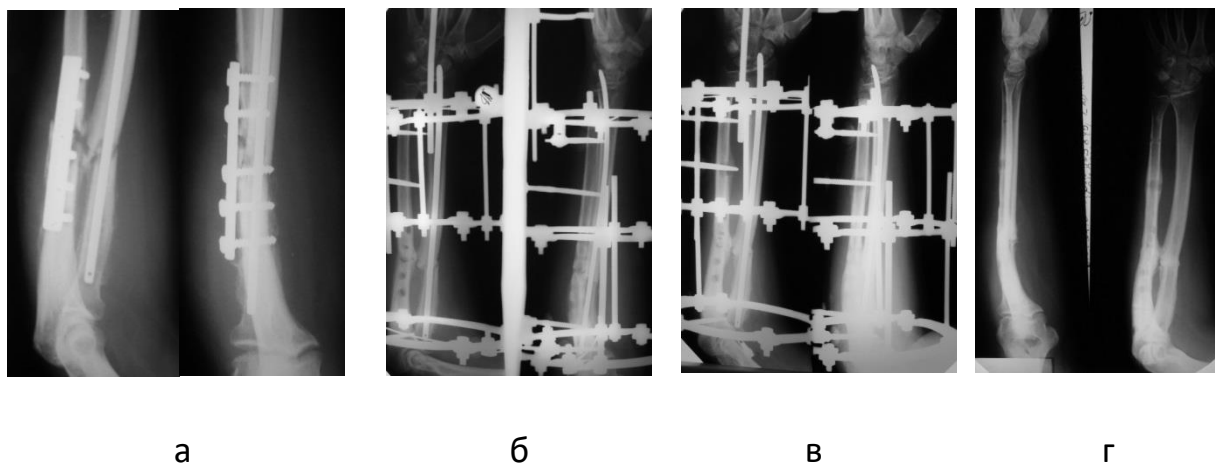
Рентгенограми хворого Л., 20 р.
